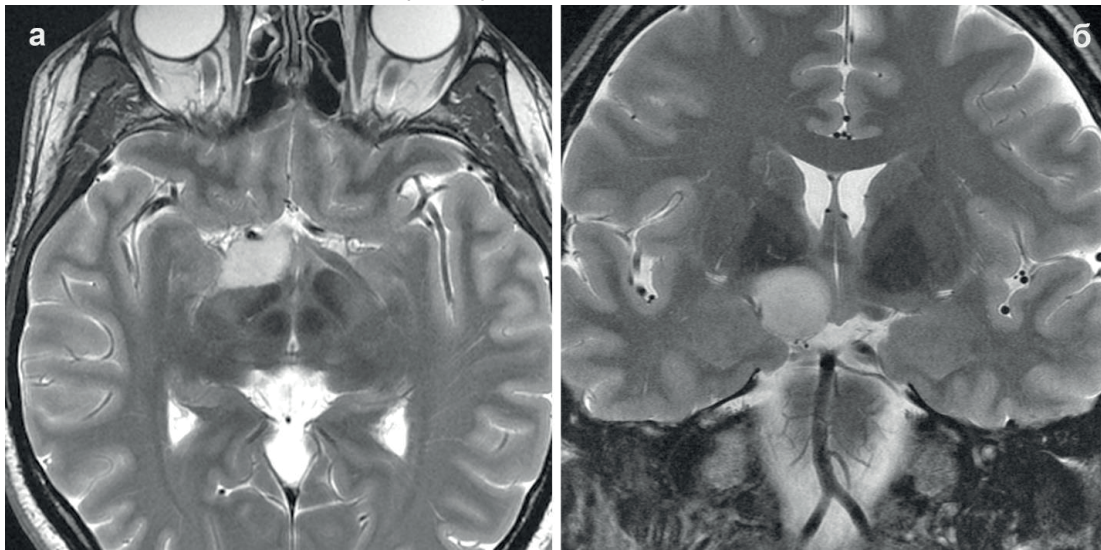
Глиома левого зрительного тракта. МРТ-изображения в режиме T2 в аксиальной (а) и фронтальной (б) проекциях, полученные с применением протокола с высокой разрешающей способностью с толщиной среза 3.0 мм при размере вокселя 1.0мм x 1.0 мм x 3.0 мм. Четко визуализируются опухоль (повышенный МР-сигнал) и мельчайшие детали изображения окружающих мозговых структур с высокой четкостью и контрастностью
